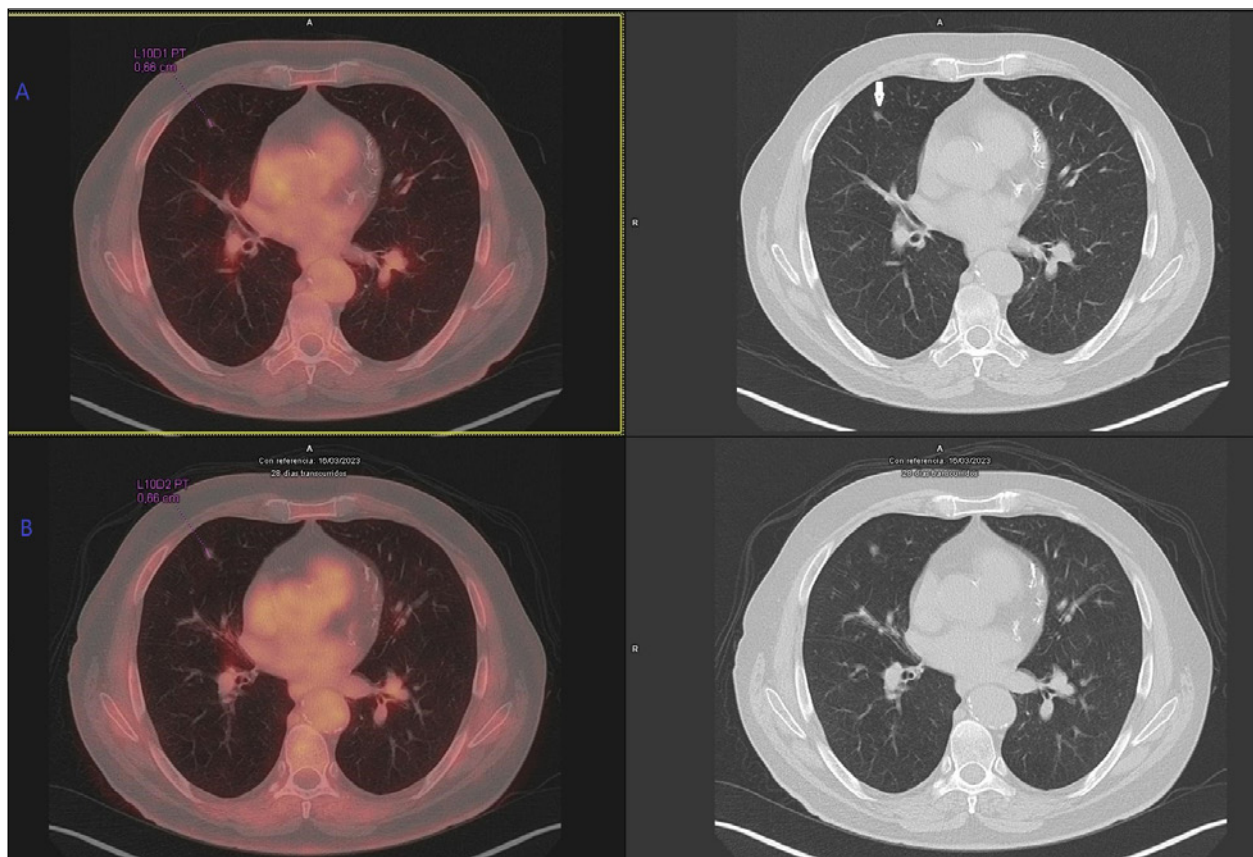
A. Estudio basal: corte axial de PET/TC con ^{18}F -FDG en ventana pulmonar, que muestra un nódulo sólido pulmonar en segmento medial de lóbulo medio, de 6.6 mm de diámetro anteroposterior (flecha) sin captación del radiofármaco.
